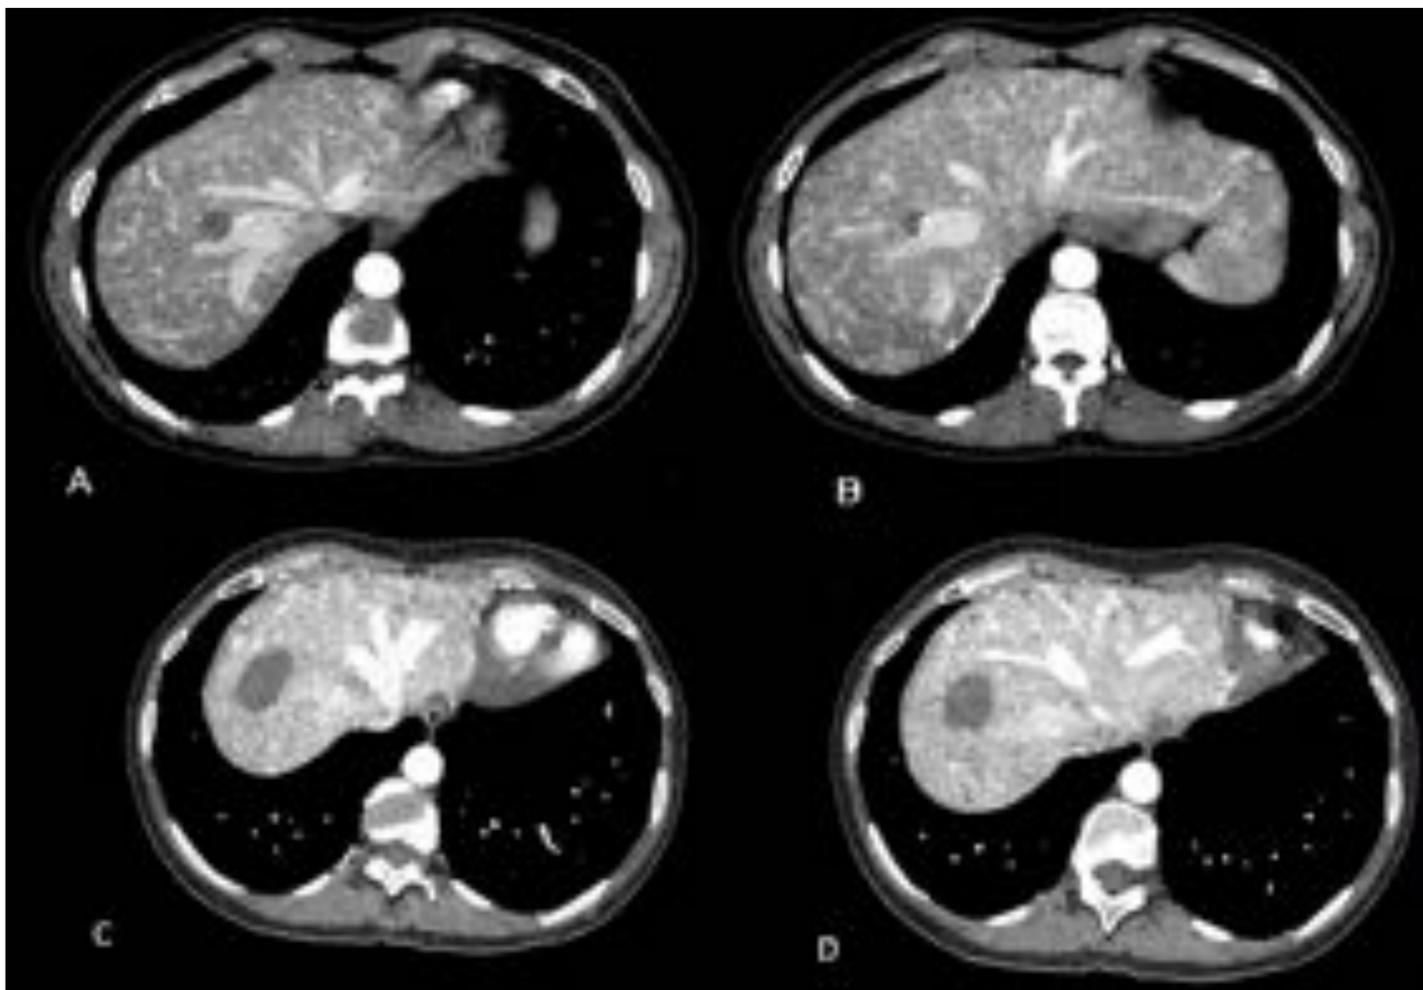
A,B,C,D : TC cortes axiales con contraste intravenoso en fase arterial de dos pacientes diferentes ( A y B pertenecen al mismo paciente, C y D a otro). Se observa un hígado con múltiples telangiectasias diseminadas en ambos lóbulos secundarias a fístulas arteriovenosas. Éstas se identifican como la opacificación precoz de las venas hepáticas en fase arterial (en situación fisiológica, las venas hepáticas se opacifican de contraste durante la fase hepática y no durante la fase arterial). Hospital Universitario de Bellvitge.
